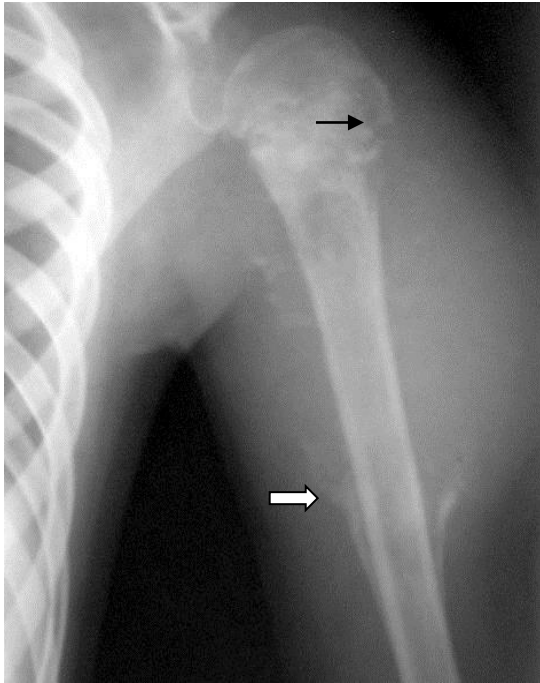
Прицельная рентгенограмма плечевой кости в прямой проекции. В области проксимального метафиза плечевой кости обширные участки деструкции с нечеткими контурами, разрушение кортикального слоя (стрелка). Имеются периостальные наслоения в области верхней трети диафиза – периостоз в виде козырька (треугольник Кодмана) (фигурная стрелка). Остеогенная саркома плечевой кости
